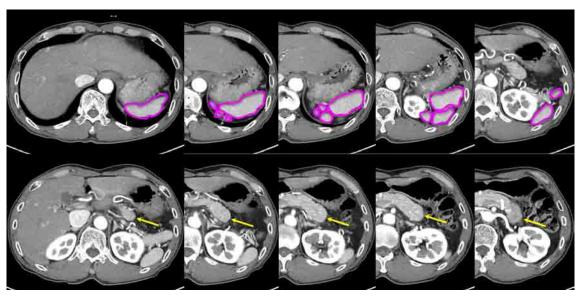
Computed tomography showed the spleen and 5 accessory splenules in the left subphrenic space and absence of pancreatic tail
